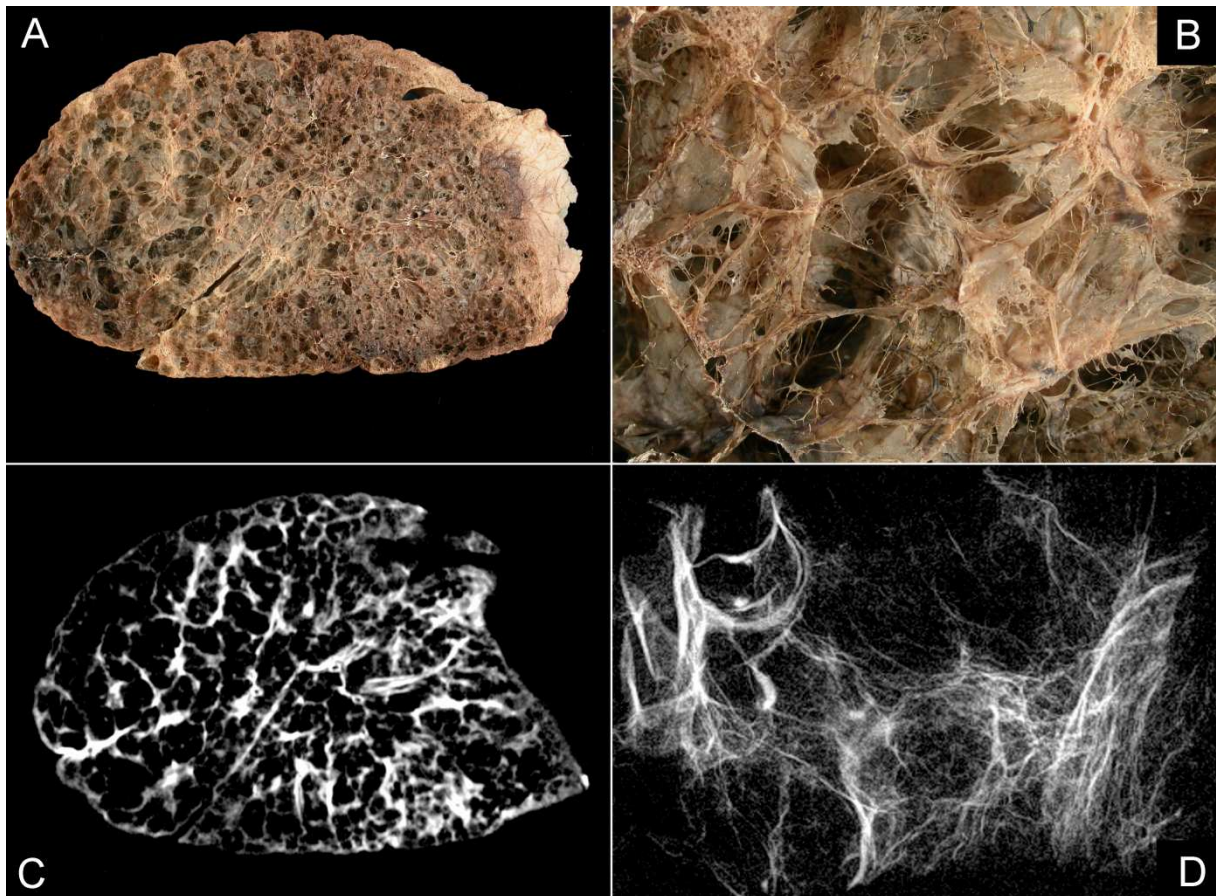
Makroskopische Ansicht der emphysematösen Lungenprobe und Radiographie
